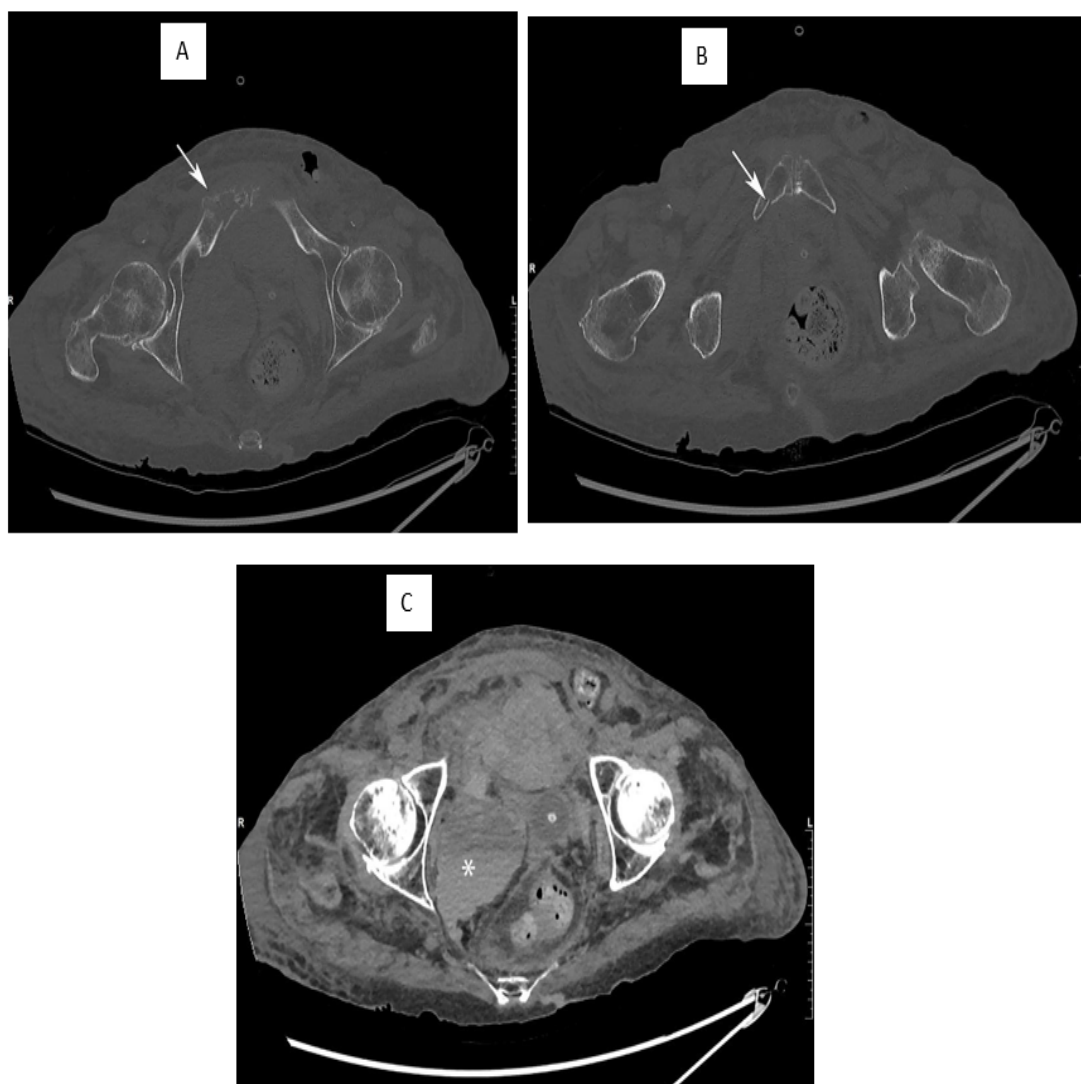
Patiënt 1: 'multislice'-CT-onderzoek van het bekken, axiale reconstructies in het botvenster (A, B) en het wekedelenvenster (C). A. Comminutieve fractuur doorheen de iliopubische tak rechts (pijl) met fractuuruitlopers. B. Fractuur doorheen de ischiopubische tak rechts (pijl). C. Fors posttraumatisch hematoom in de interne bekkenmusculatuur (asterisk).
